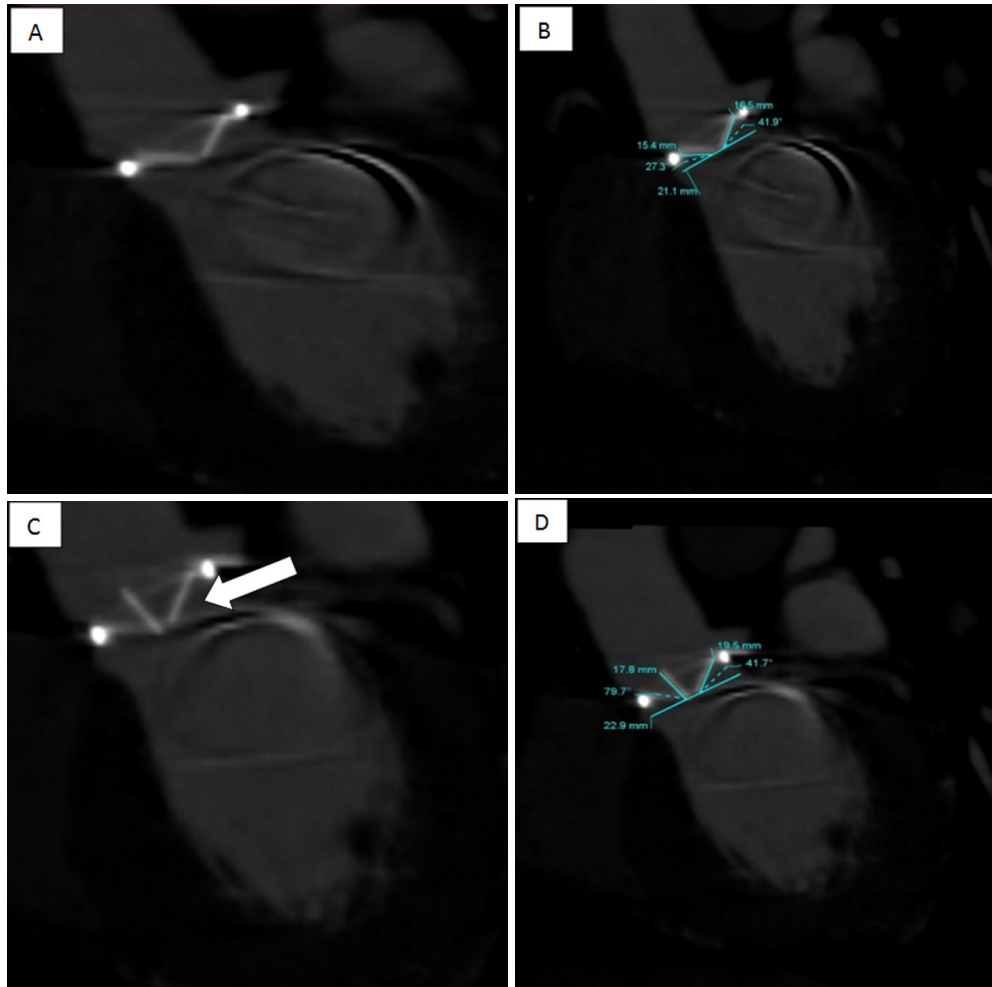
(A) Cardiac CT scan and (B) revealed bileaflet mechanical valve, St. Jude type (C) Aortic valve closure when diastole and (D) bileaflet mechanical valve, St. Jude type when aortic valve opened during systole. The arrow showed the unopened artificial valve
